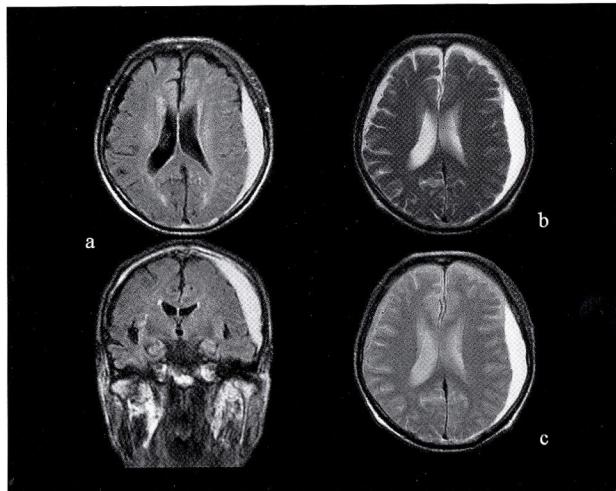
MRI (a; FLAIR, b; T2WI, c; PD) on admission showing left subdural hematoma.
